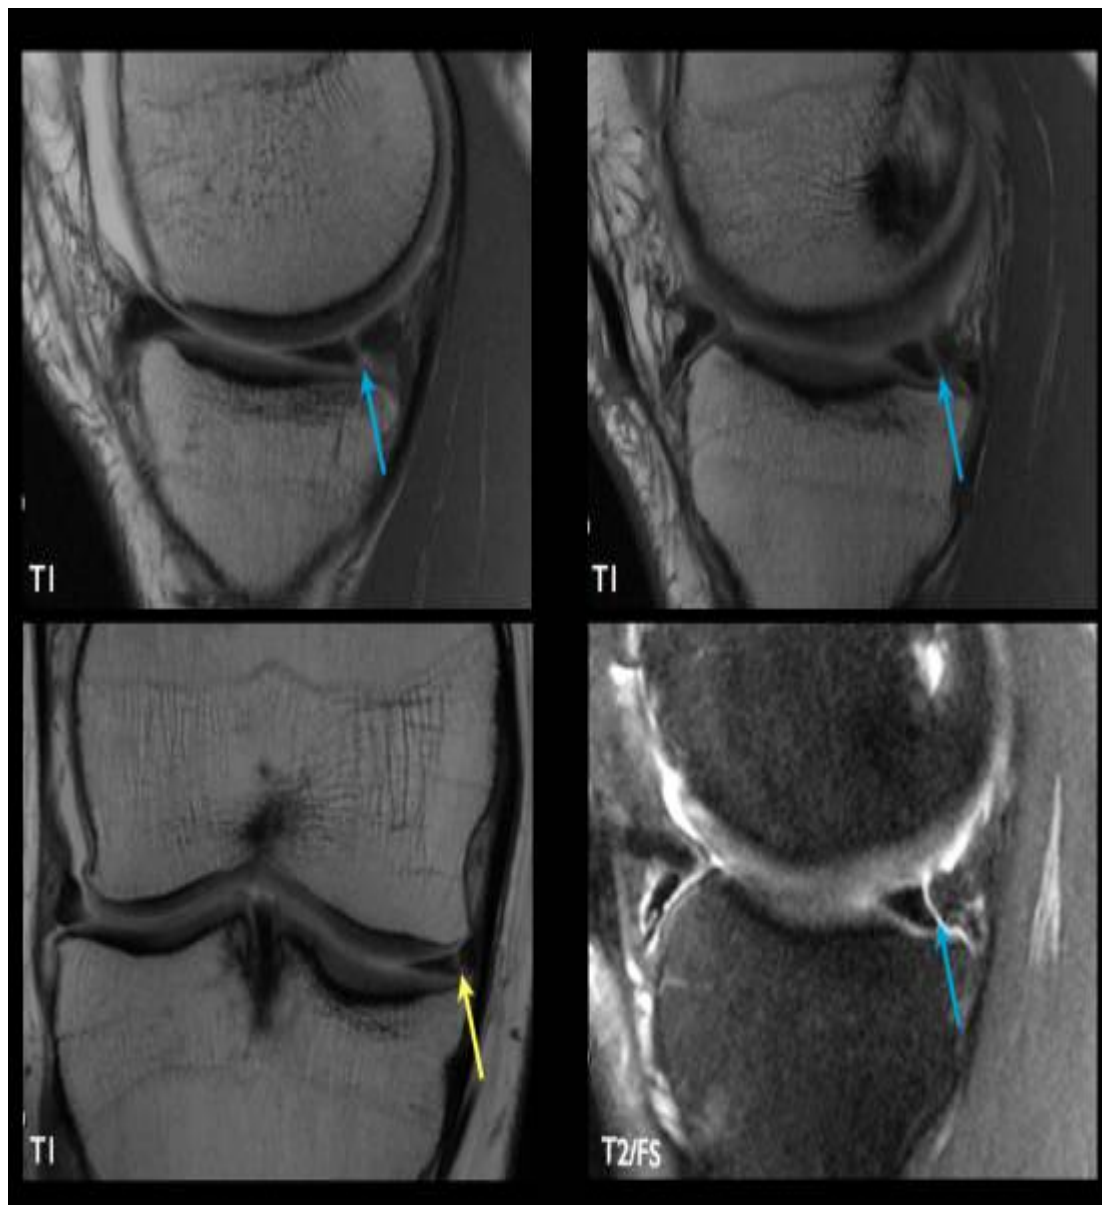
Différentes séquences IRM du genou de face et de profil (à gauche) séquences pondérées de densité de protons coronaux (à droite) séquences pondérées par densité de protons sagittales du ménisque médial
